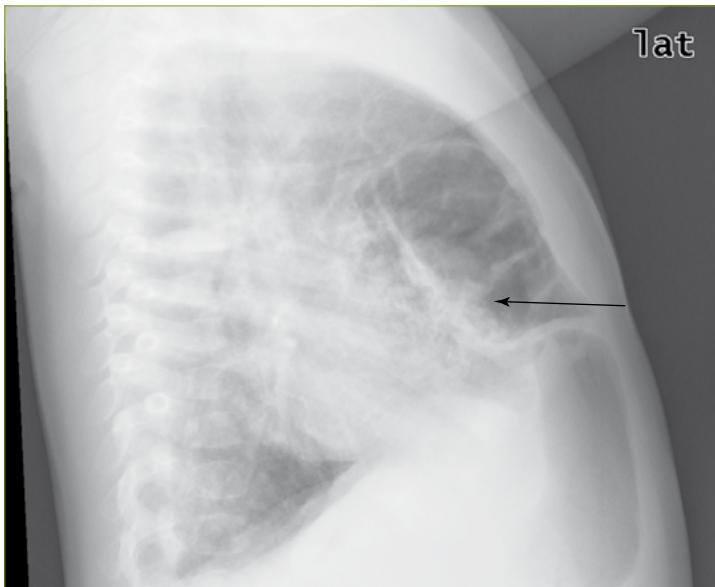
Radiografía lateral de tórax: se aprecia el ascenso de las asas intestinales por la parte ventral del diafragma
